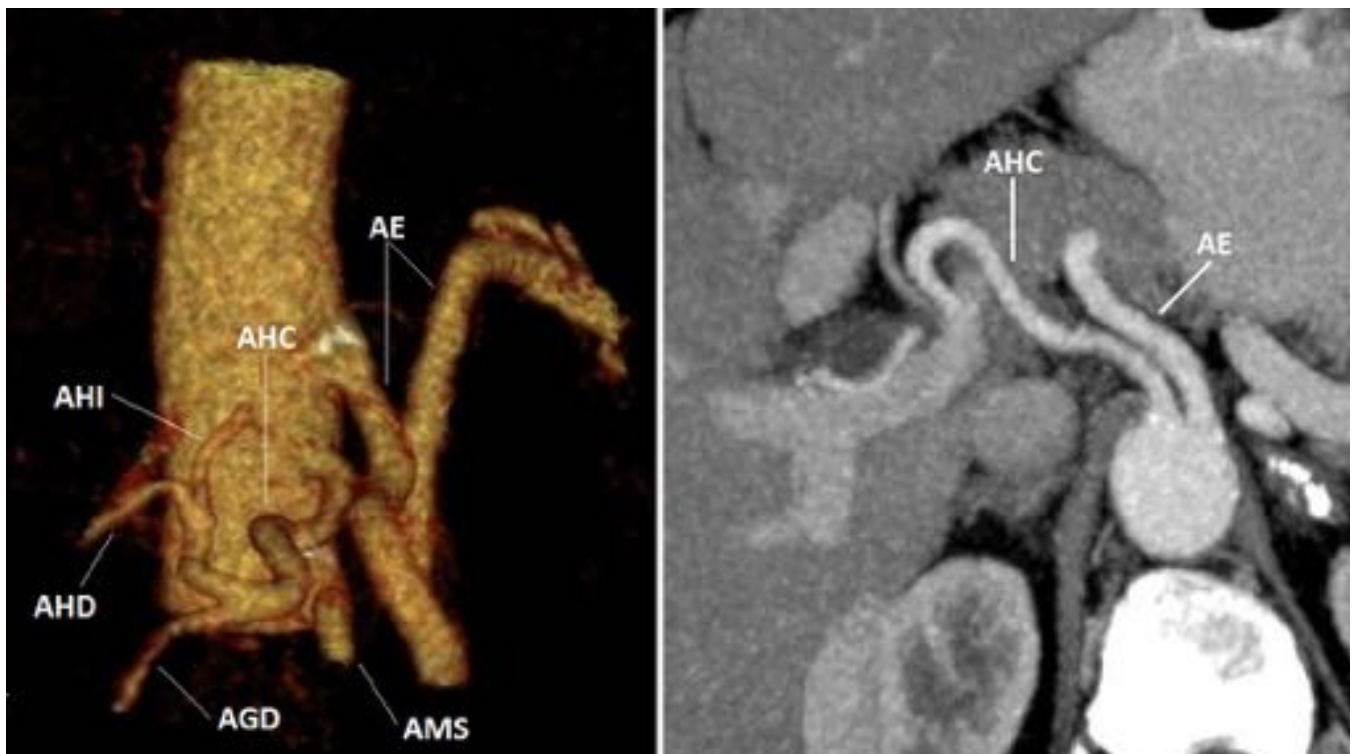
Ausencia de TC con origen independiente de AHC y AE. Reconstrucción volumétrica de TCMD a dicho nivel, orientación oblicua izquierda (izquierda). Reconstrucción MIP axial (derecha). Abreviaturas en relación con las señaladas en el texto del póster.
